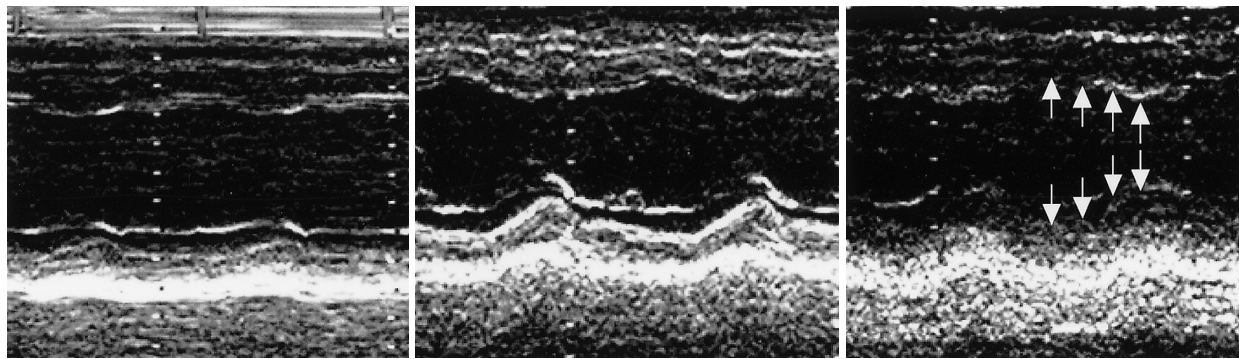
Case 1. M mode echocardiograms of the left ventricle at the papillary muscle level in the short-axis view
